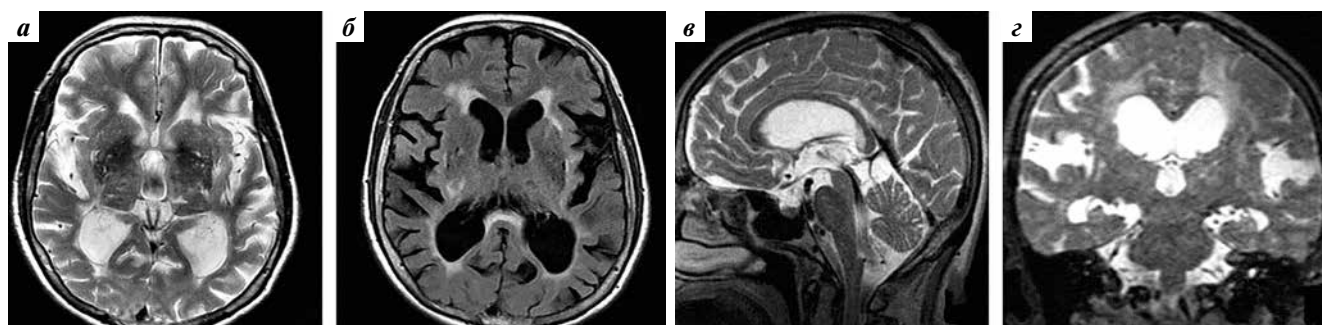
Гидроцефалия с диспропорциональным расширением субарахноидальных пространств (АН4). Расширены боковые и III желудочки (а, з). Размеры IV желудочка близки к нормальным (б). Положение премамиллярной мембраны нормальное, водопровод мозга и выходы из IV желудочка проходимы, о чем свидетельствует артефакт на сагиттальном срезе в режиме T2 (в). Коронарный срез в режиме T2 демонстрирует значительное расширение боковых щелей мозга, при этом субарахноидальные пространства в межполушарной щели и в окрестностях верхнего сагиттального синуса компримированы. Вокруг желудочков, в подкорковых узлах и стволе многочисленные очаги повышения T2- и FLAIR-сигнала (а, б, з)
